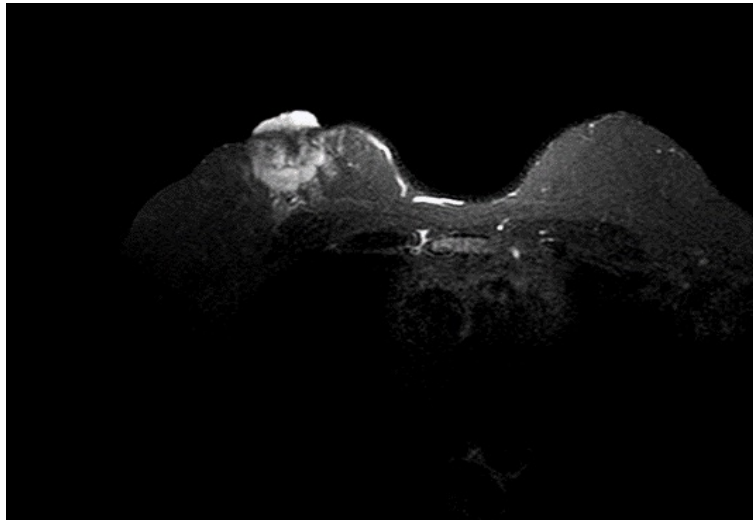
Corte axial de RMN de mama con lesión de 52 mm que retrae el complejo areola pezón (CAP), con nódulo circunscrito de contenido líquido denso en hora 7 – 8 AB
